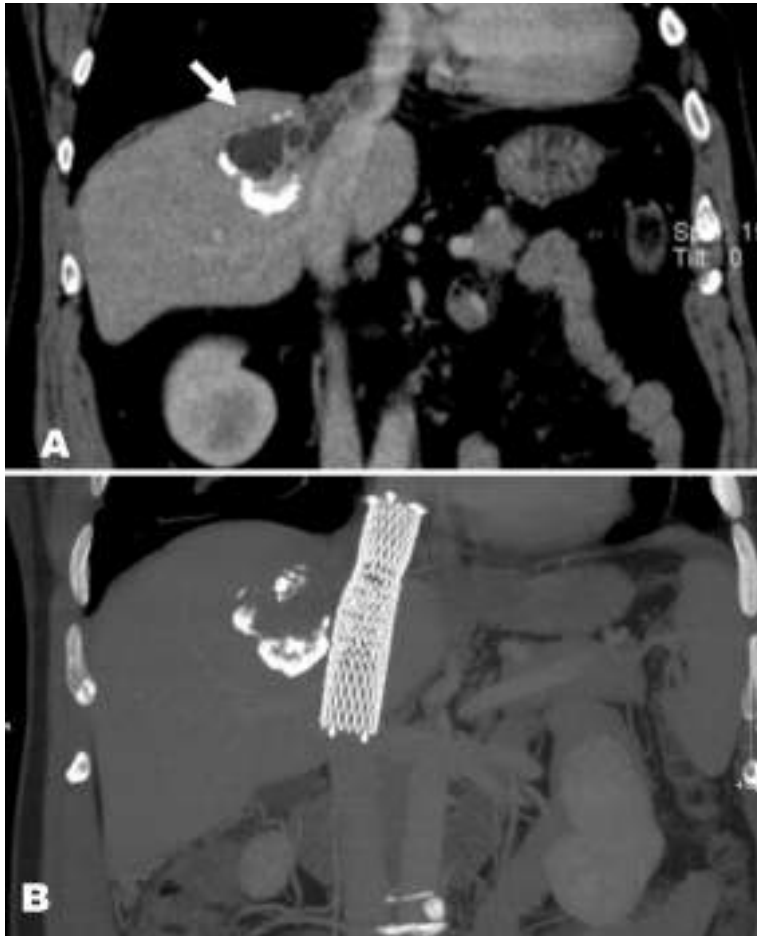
A: TAC pre quirúrgico: flecha: quiste hidatídico. Se observa material quístico invadiendo la vena cava inferior.
